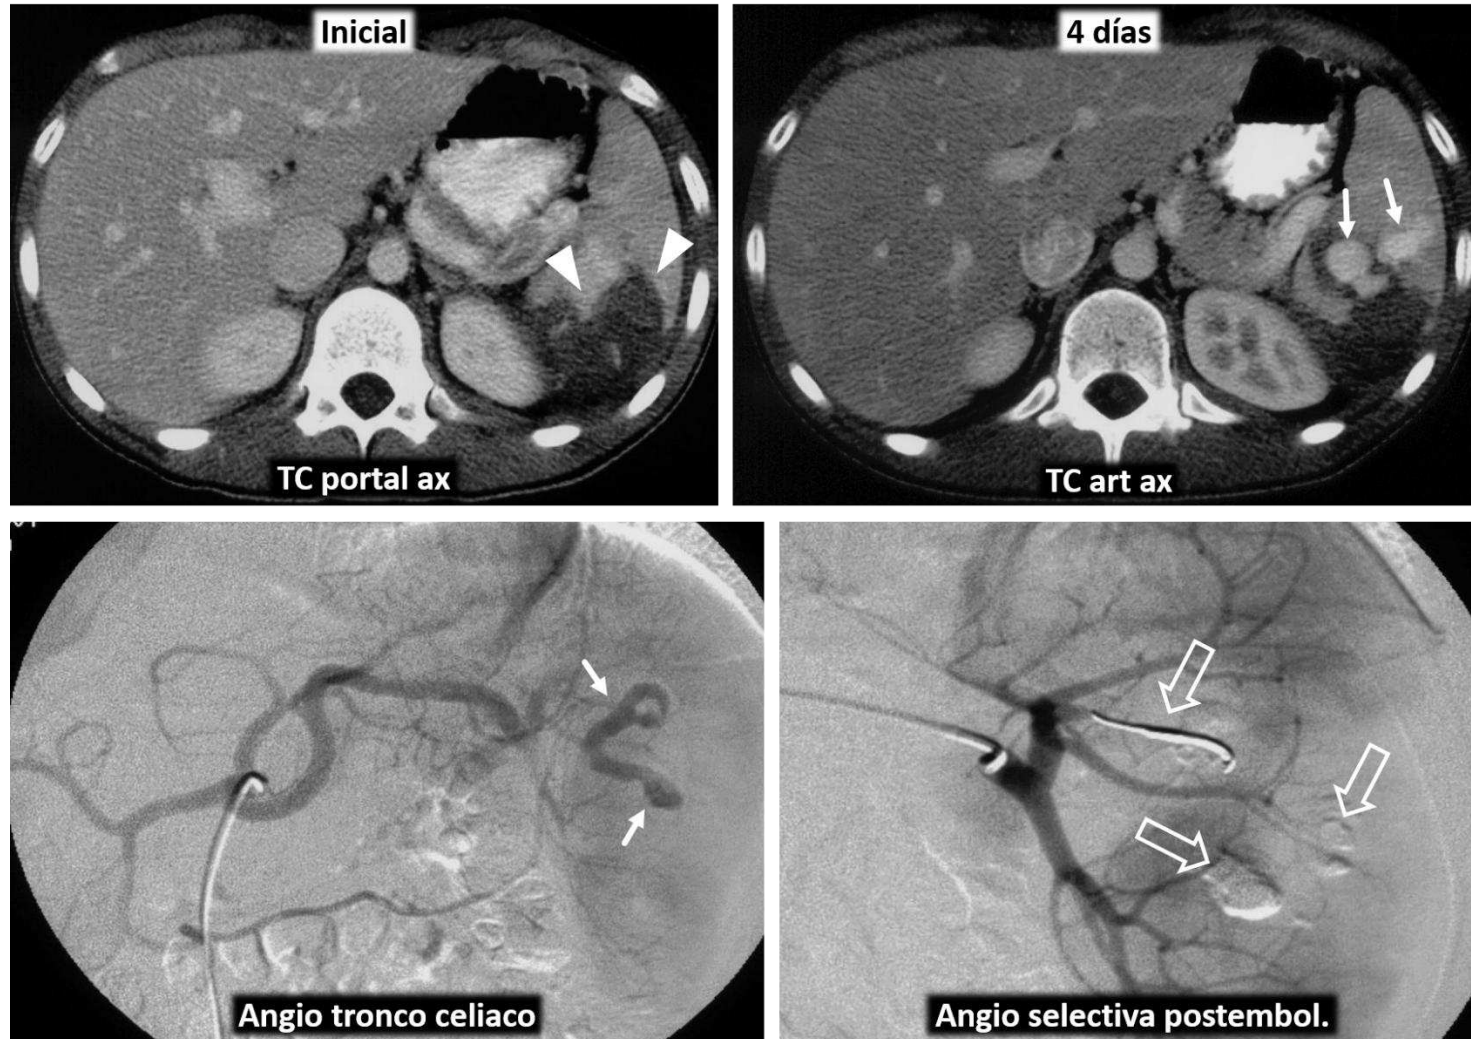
Tratamiento exitoso con embolización de pseudoaneurisma arterial postraumático intraesplénico. Inicialmente, amplia laceración esplénica posterior (cabezas de flecha), sin demostrarse pseudoaneurisma. A los 4 días se demuestra su existencia en TC en fase arterial (flechas). La angiografía muestra una morfología elongada e irregular del pseudoaneurisma, tratándose exitosamente con *coils* tanto en la rama tributaria de la arteria esplénica como en la luz del pseudoaneurisma (flechas huecas).
